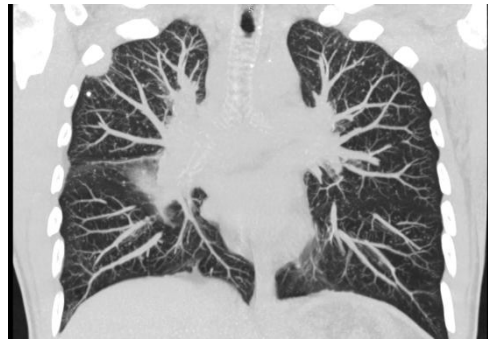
МСКТ ОГК пациента Г. Множественные очаговые тени малых размеров с чёткими контурами по всем легочным полям; увеличенные лимфатические узлы средостения
